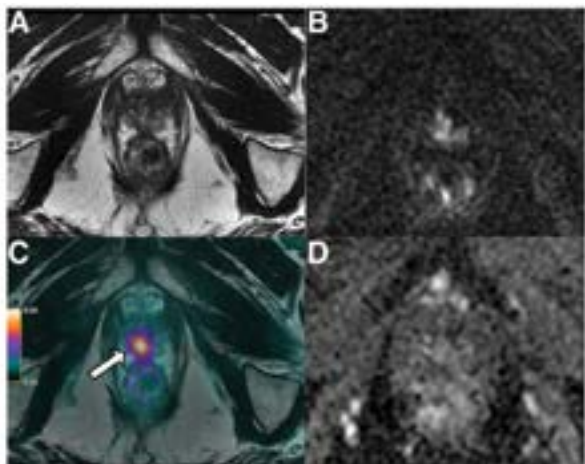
МпМРТ и ПЭТ/МРТ с ^{68}Ga -ПСМА пациента К., 69 лет, с РПЖ (по шкале Глисона 7) после осуществления высокоинтенсивной фокусной ультразвуковой терапии (1 год назад). (А, В и D) по данным мпМРТ – достоверных признаков рецидива РПЖ не обнаружено. (С) На ПЭТ/МРТ с ^{68}Ga -ПСМА – визуализируется очаг интенсивного поглощения радионуклида (обозначен стрелкой), что свидетельствует о рецидиве РПЖ, верифицированного в дальнейшем по данным биопсии (по шкале Глисона 4 + 4). (I.A. Burger et al., 2019)
